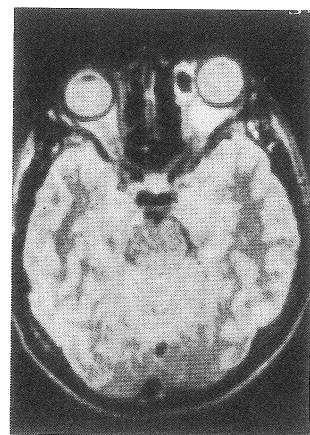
15 歳男性 血管腫 (MRT-22 A)
